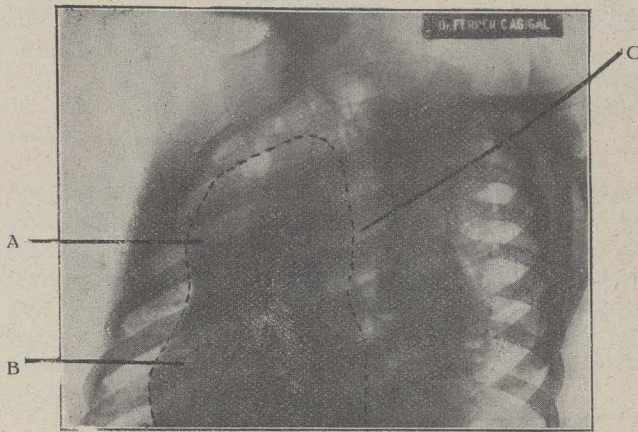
a.—Radiografía en proyección oblicua derecha. Se aprecian ambas sombras A. y B. y su separación de la columna vertebral por un espacio claro C.
